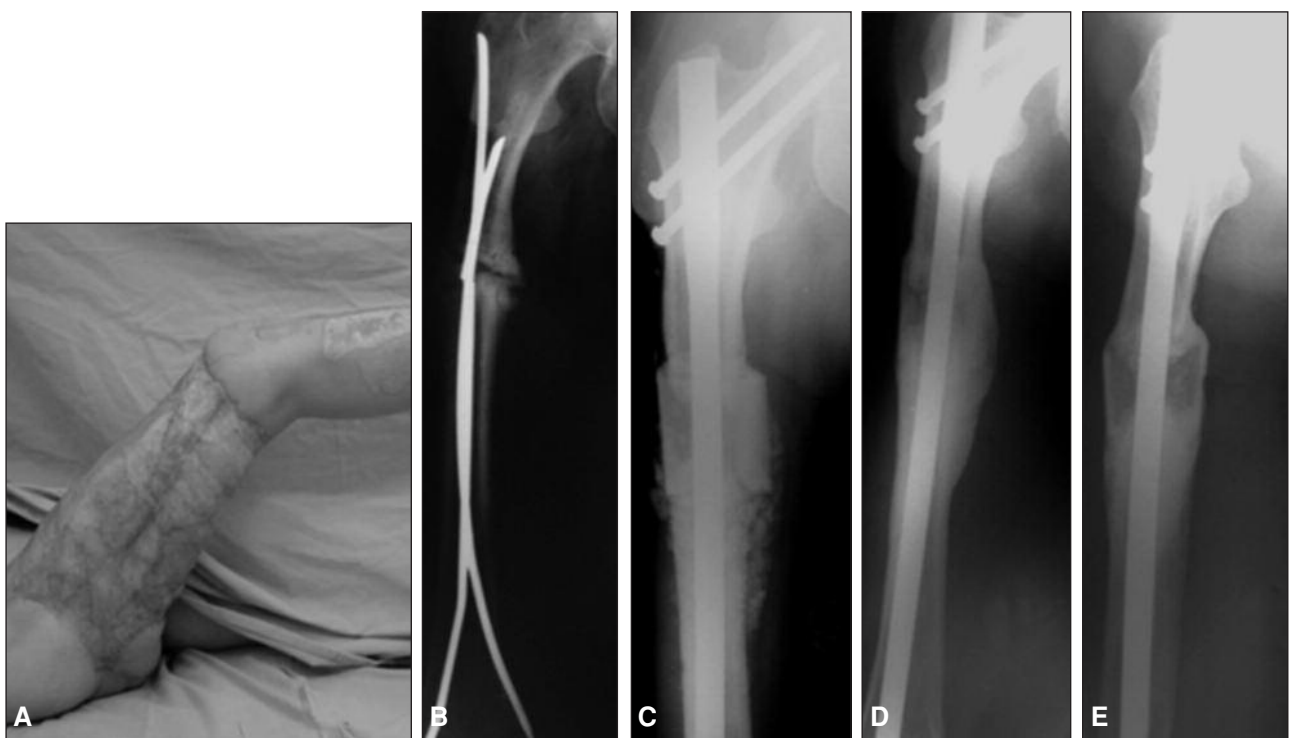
Caso 3: A. Gran compromiso de partes blandas del muslo derecho. B. Pseudoartrosis, acortamiento del fémur derecho de 6 cm y osteosíntesis inadecuada con clavos de Ender, uno de los cuales está roto. C. Radiografía posoperatoria, se observa el aloinjerto de 6 cm encastrado en el fémur receptor, injerto molido en los extremos y el enclavado endomedular acerrojado. D y E. 2 años de la cirugía, gran remodelación y osteointegración del aloinjerto.
